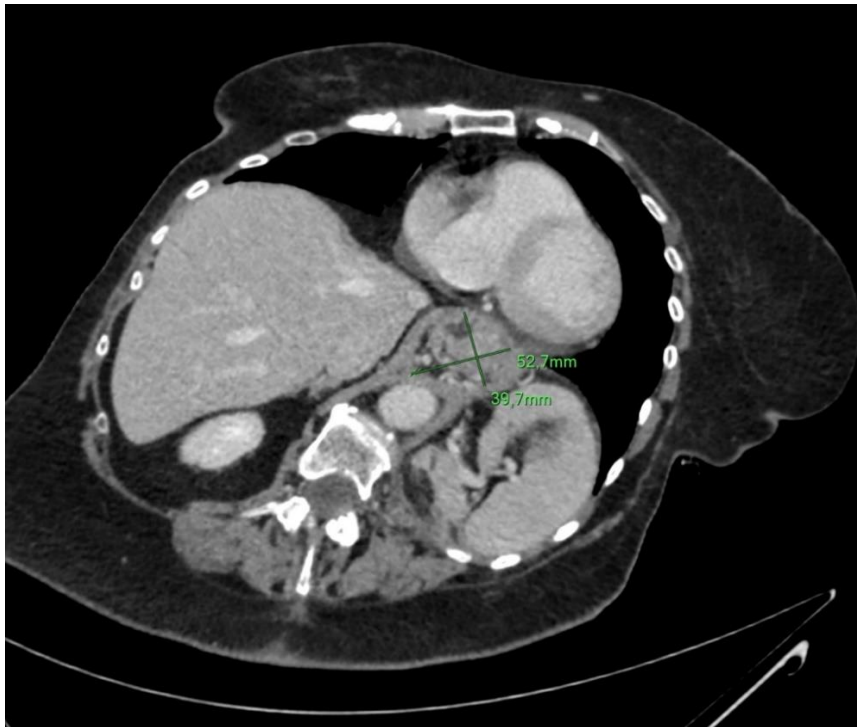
МСКТ хворого з ГСОД. Передньо-задній та поперечний діаметри СОД (зелені відрізки) відповідно 53 мм на 40 мм.
